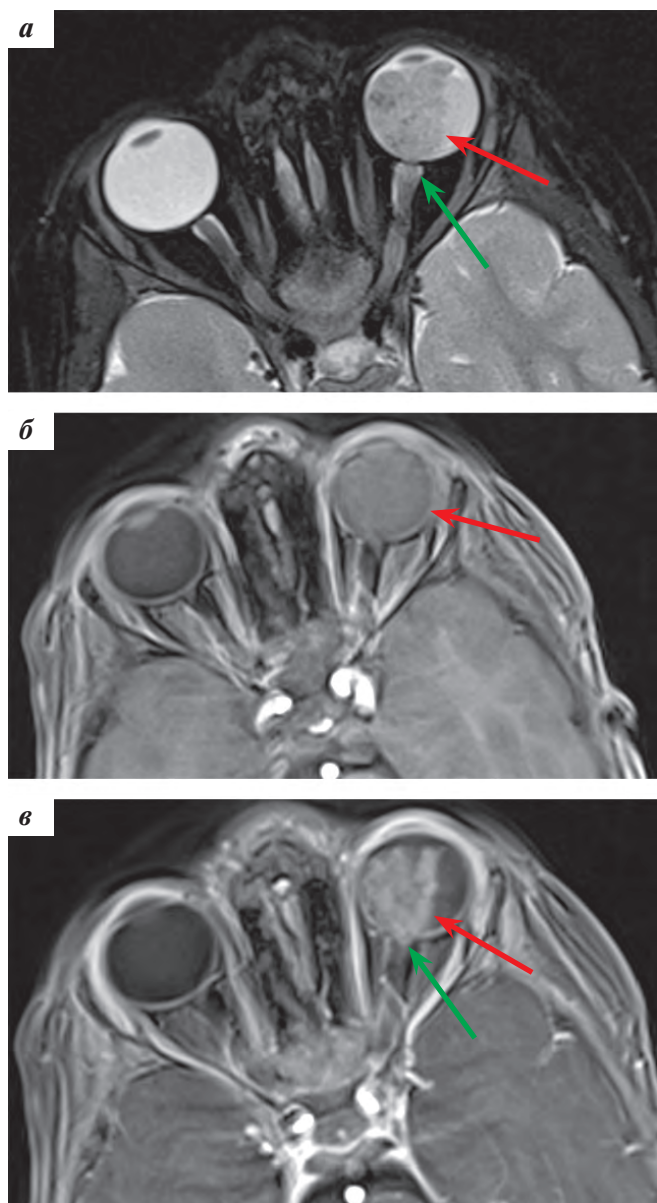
МРТ с КУ орбит в аксиальной плоскости: а — T2-ВИ FS: в ОС неоднородные гипоинтенсивные опухолевые массы (красная стрелка), МР-сигнал от ретроламинарного отдела ЗН изменен (зеленая стрелка); б — T1-ВИ FS: МР-сигнал от всего СТ ОС неравномерно повышенной интенсивности; в — T1-ВИ FS postcontrast: в ОС и ретроламинарно по ходу ЗН (зеленая стрелка) отмечаются неравномерно повышенной интенсивности опухолевые ткани, накапливающие контрастный препарат (красная стрелка)
